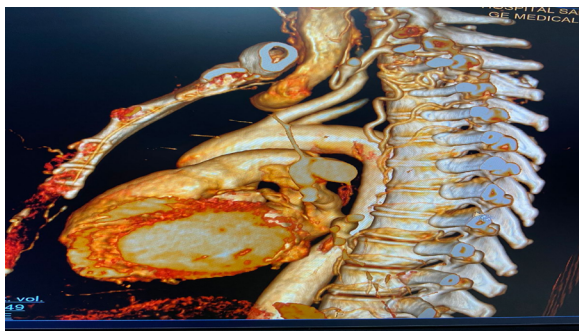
Reconstrucción en 3D de una tomografía computarizada (TC) de tórax.
